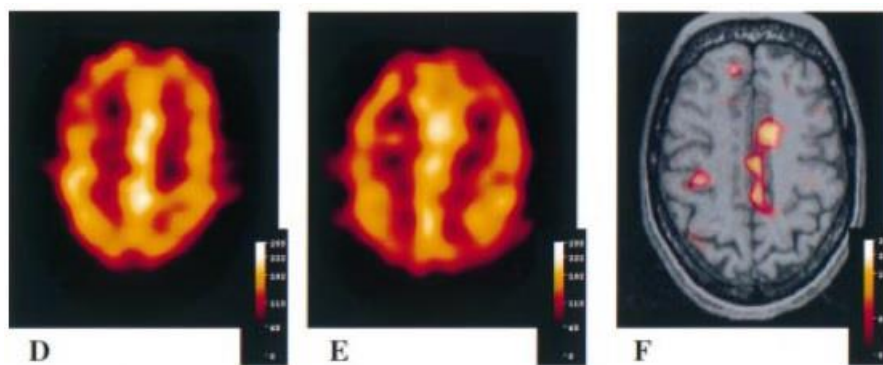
Imagens SPECT utilizando ECD-^{99m}Tc de um paciente com convulsões intratáveis não-lesionais na zona extratemporal. (D) imagem ictal (E) imagem interictal (F) SISCOM. Adaptado da referência (77).
